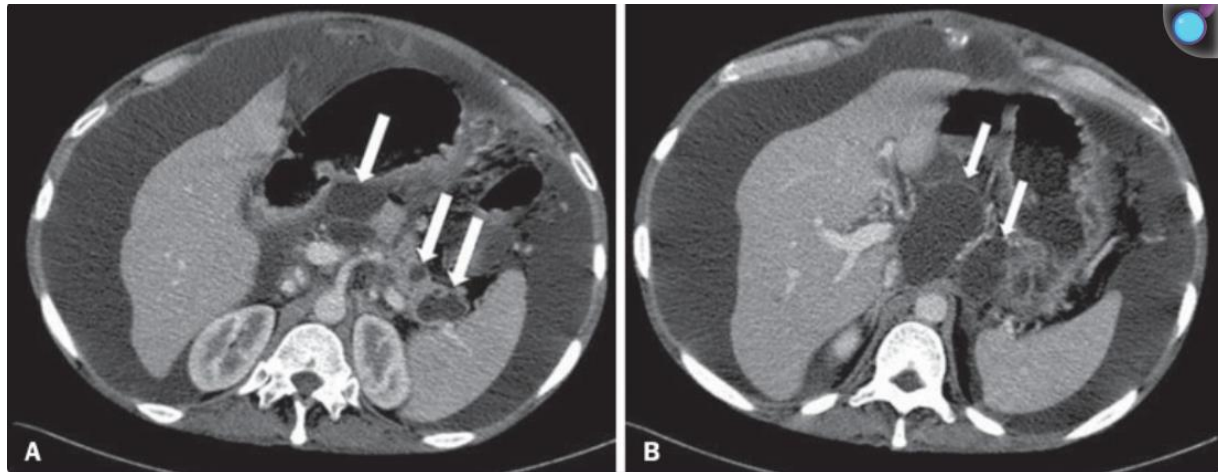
Pancréatite œdémateuse aiguë avec pseudokystes. A, B : Images TDM axiales avec injection de produit de contraste, phase veineuse montrant certains pseudokystes comprimant le parenchyme pancréatique et d'autres dans la cavité rétro-épiploïque (flèches). [78]
